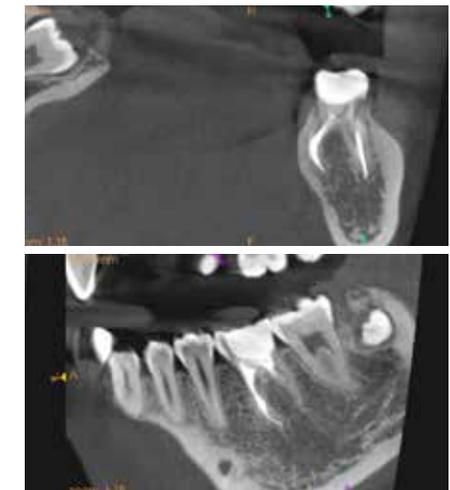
1年後のCBCT像。透過像の改善が認められる
